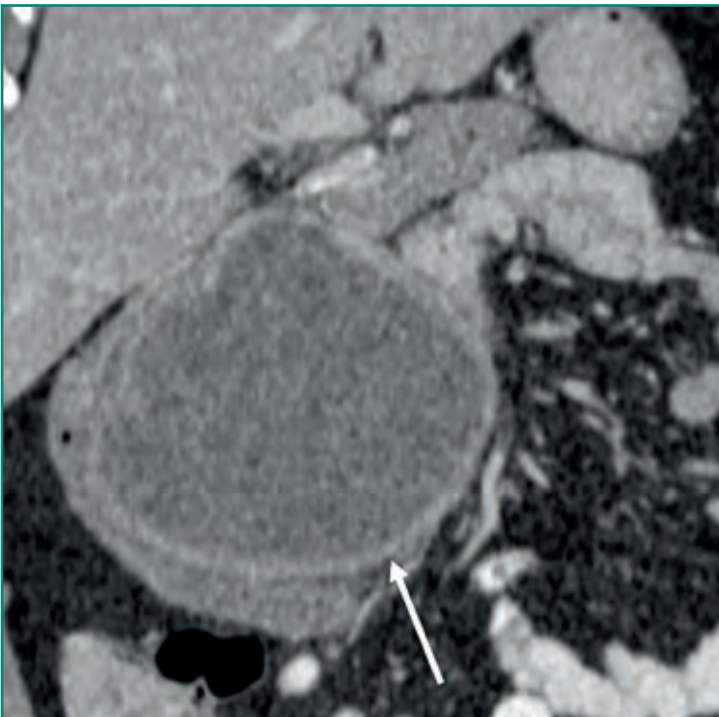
TC coronal en la que se observa un pseudoquiste (flecha blanca) dependiente de la cabeza del páncreas.
